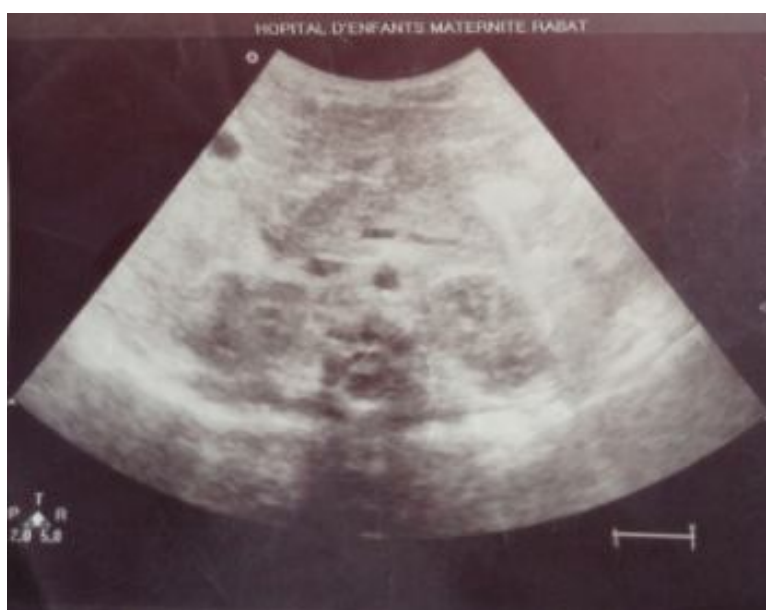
Image échographique montrant une image kystique.
